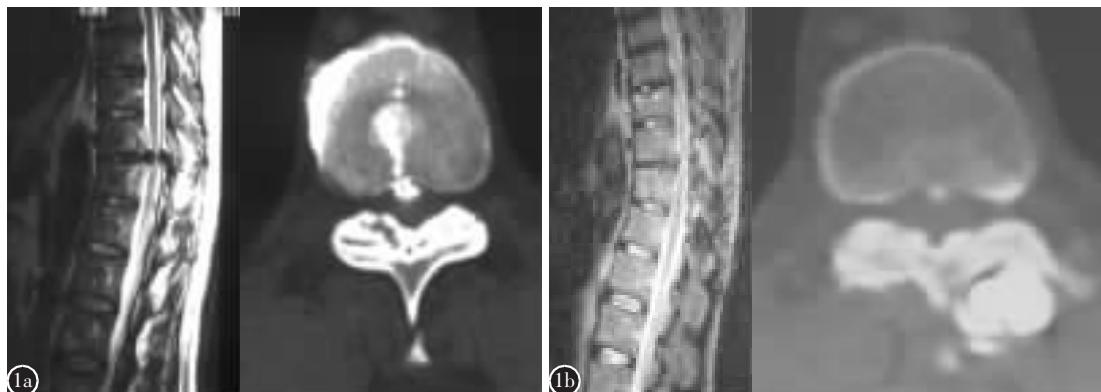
胸椎间盘突出合并黄韧带骨化 a MRI 及 CT 示 T10/11 椎间盘突出合并黄韧带骨化 b 术后 5 年取出内固定后 MRI 及 CT 检查示减压充分, 再植椎板融合良好
